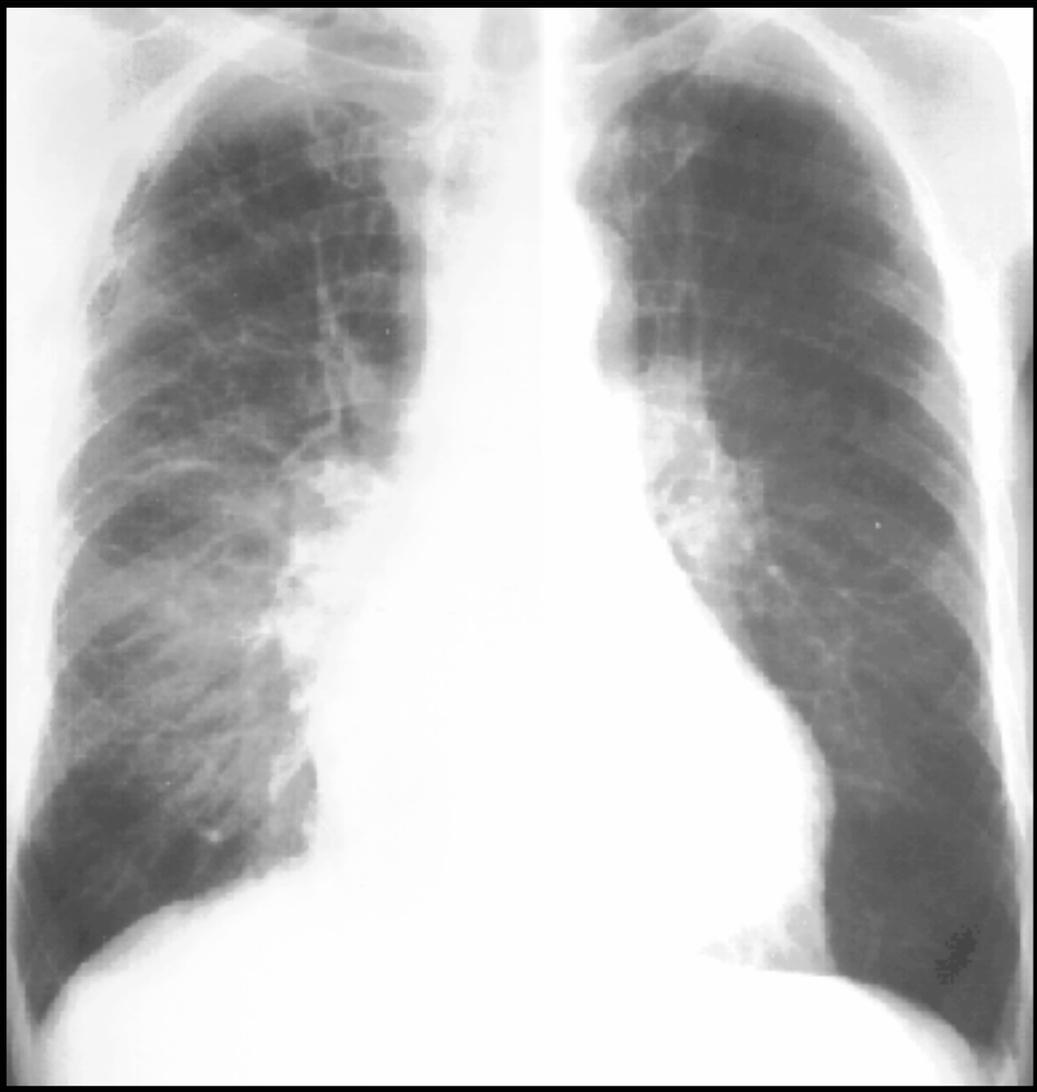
Radiografía simple de tórax en proyección pósterio-anterior de un paciente con insuficiencia cardiaca izquierda, en la que predomina el edema pulmonar intersticial.
